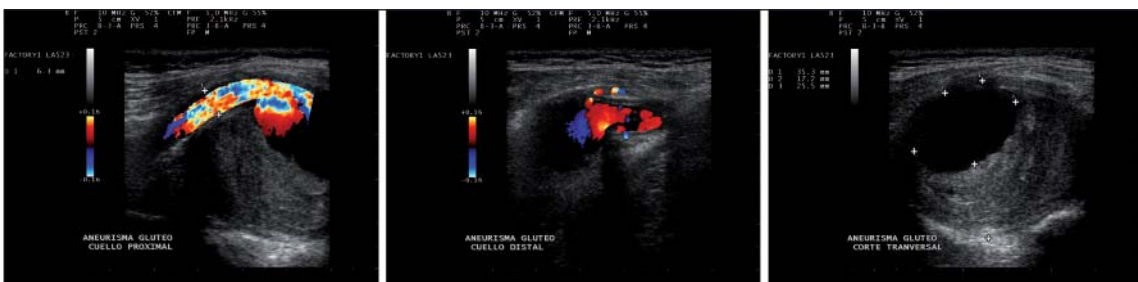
Ecodoppler color de aneurisma glúteo.
